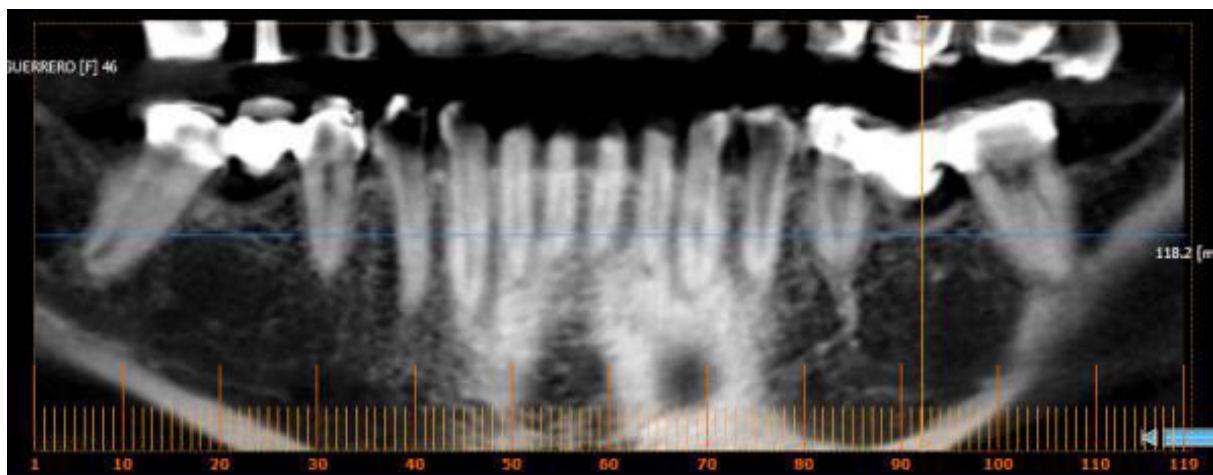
IMAGEN TOMOGRAFICA DE LA MANDIBULA FUENTE: PROPIA
